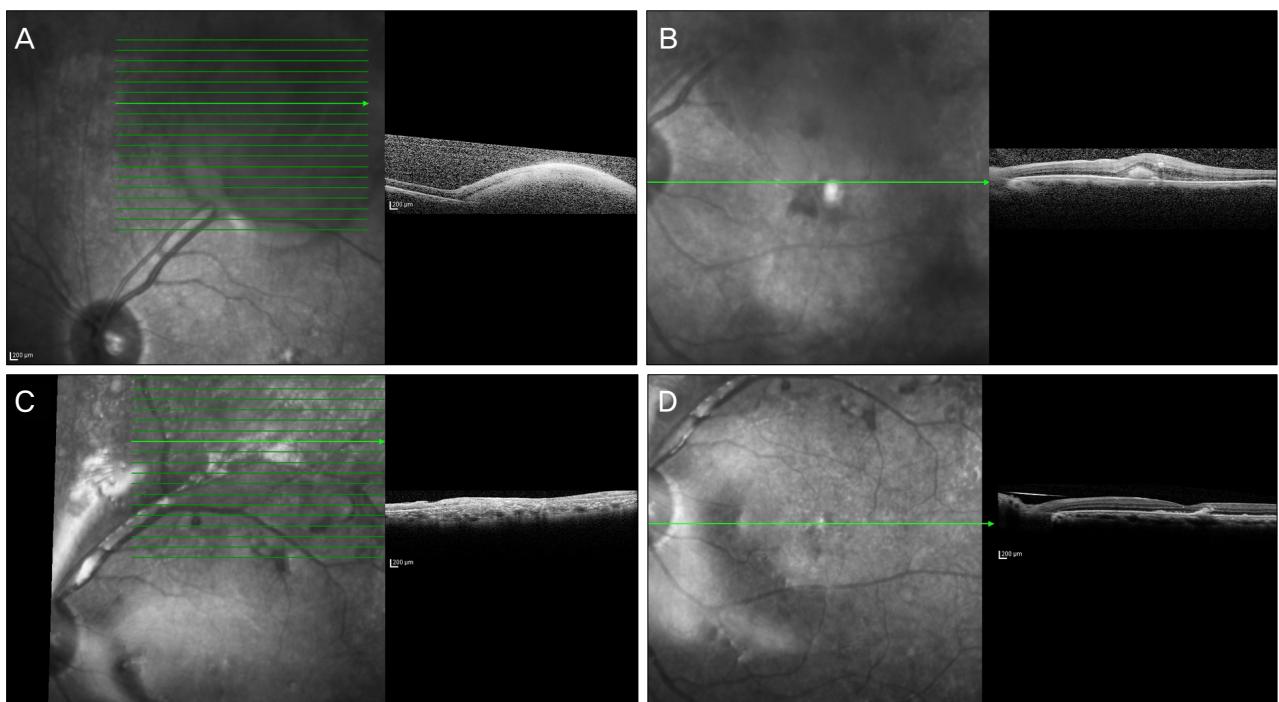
Optical coherence tomography (OCT) showed the localization of the mass, protruding into vitreal cavity underneath retinal pigment epithelium (A). Despite intravitreal antibiotics injection, abscess increased to about 10 times the size of the optic disc, began to involve the macula (B). After surgery, flattened retina without retinal detachment or subretinal fluids and restored continuity with adjacent normal tissues at abscess lesion (C), and macular (D).
